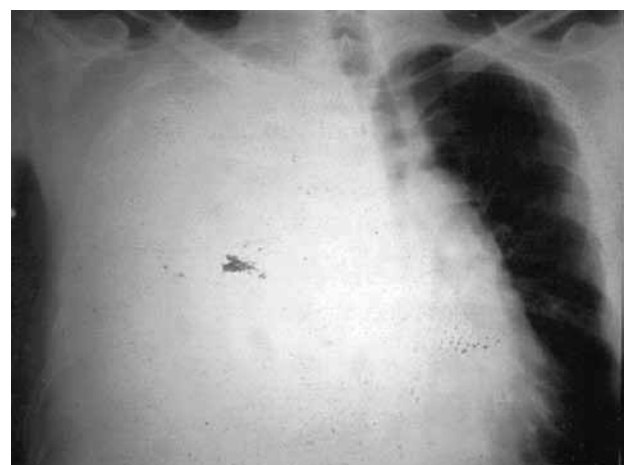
Chest roentgenogram of our first patient with mesothelioma, appearing as a huge, free pleural effusion.
